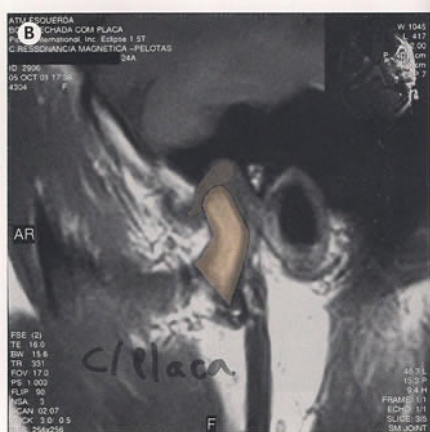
Ressonância da ATM esquerda do paciente: A original e B colorida.
